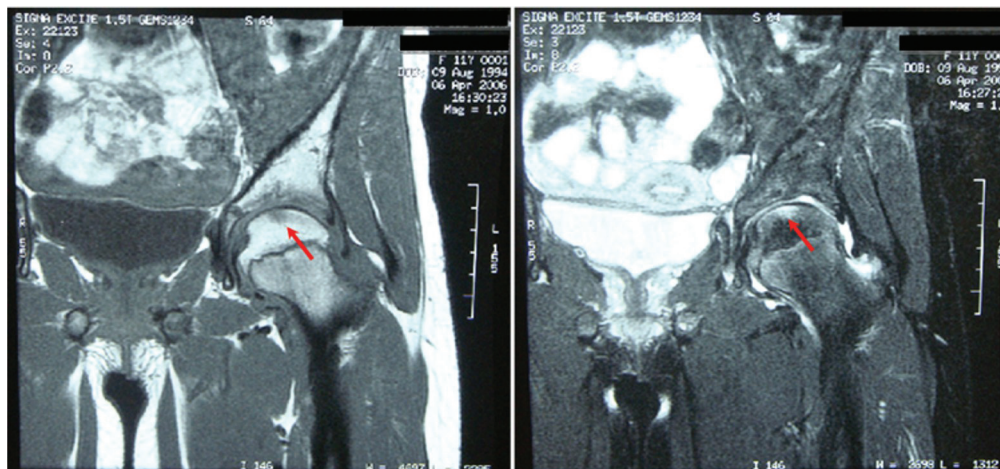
Ressonância magnética de quadril esquerdo inicial. Plano coronal sequência fast spin-echo ponderada em T1 e T2 evidenciando moderado derrame articular e pequena área com hipossinal em T1 e hipersinal em T2 (seta) compatível com edema subcondral.
